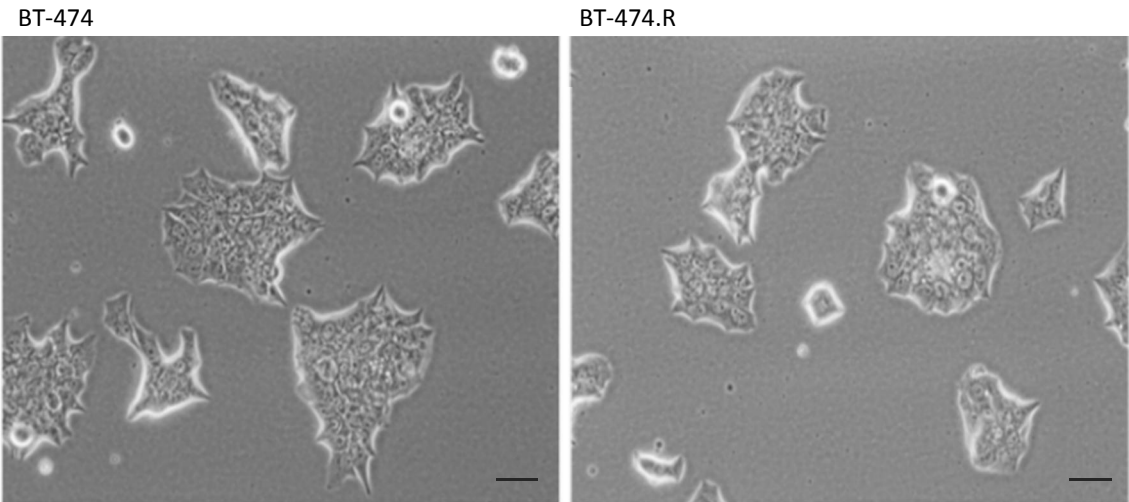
Imágenes representativas de contraste de fases de células sensibles BT-474 y con resistencia adquirida a trastuzumab BT-474.R cultivadas en monocapa (escala 200 nM).
